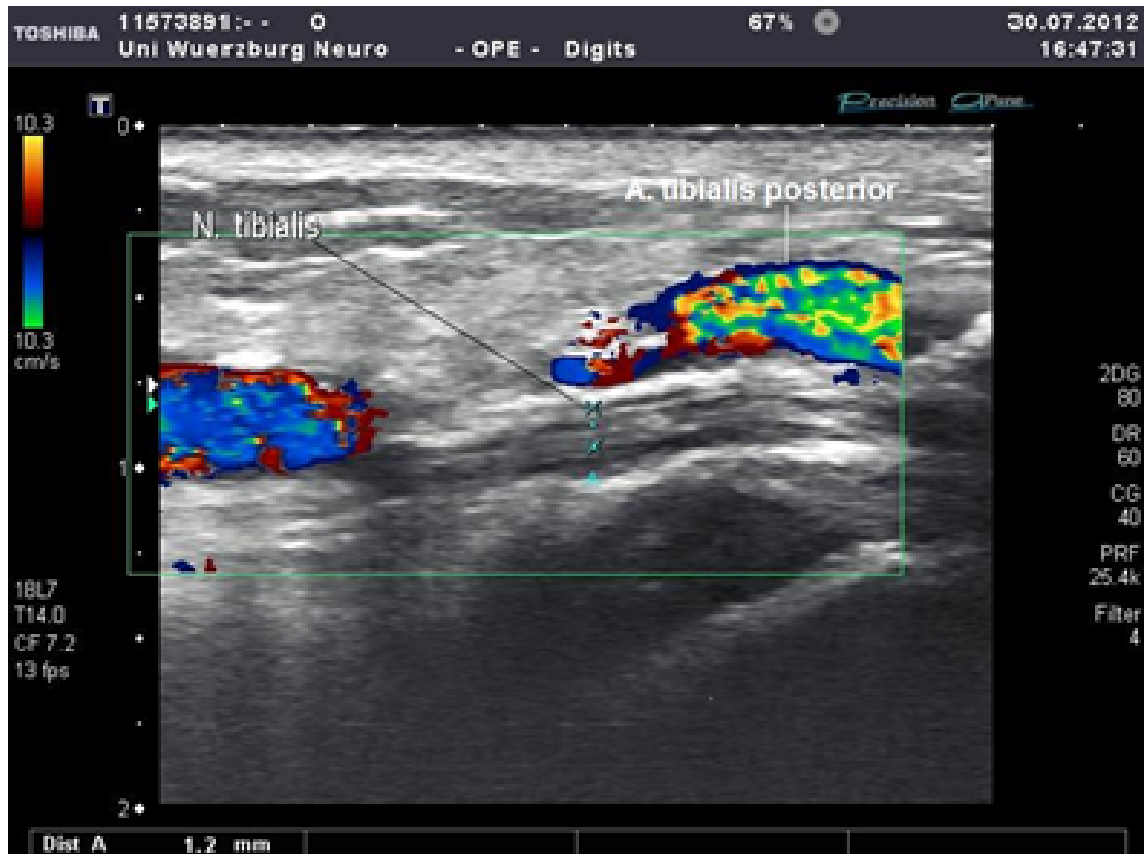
Sonographische Darstellung des N. tibialis im Longitudinalschnitt (Farb-Duplex)
